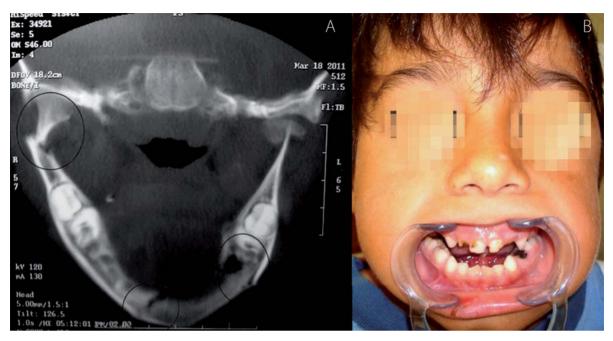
A. TC al ingreso: identificación de lesiones: subcondílea derecha, sínfisis y cuerpo izquierdo. B. Obsérvese la mordida abierta que presentó al ingreso, movilidad de trazos y piezas en mal estado.
